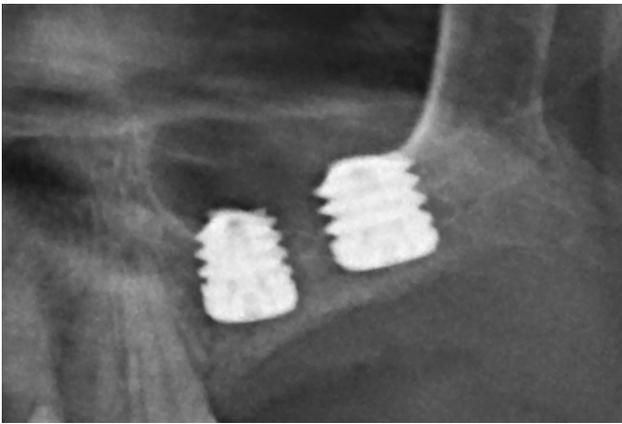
Radiografía tras la inserción de los implantes extra-cortos superiores.
